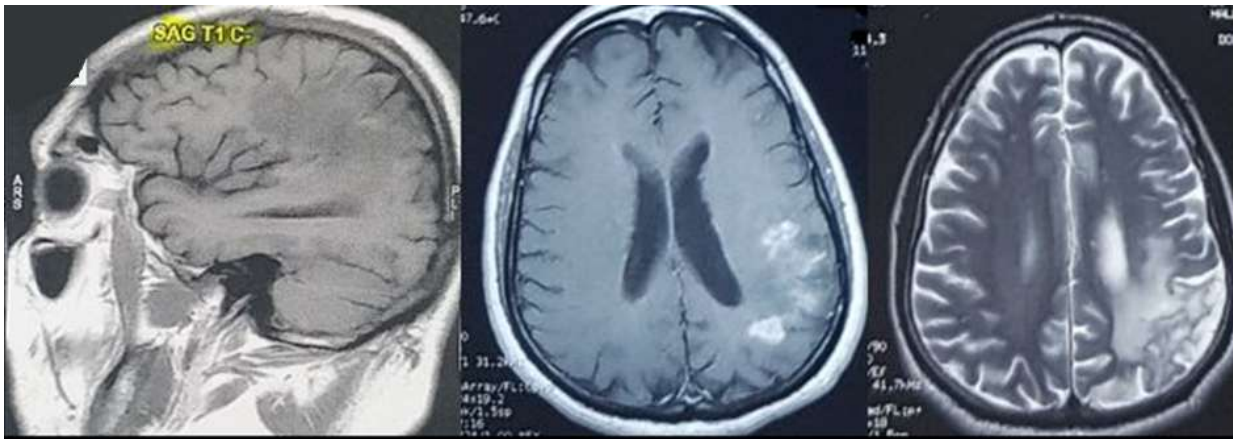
IRM cérébrale de contrôle (T1, T1 Gado, T2): des nodules multiples actifs pariétale gauche avec œdème péri lésionnel en rapport avec un neuro-Behçet évolutive
